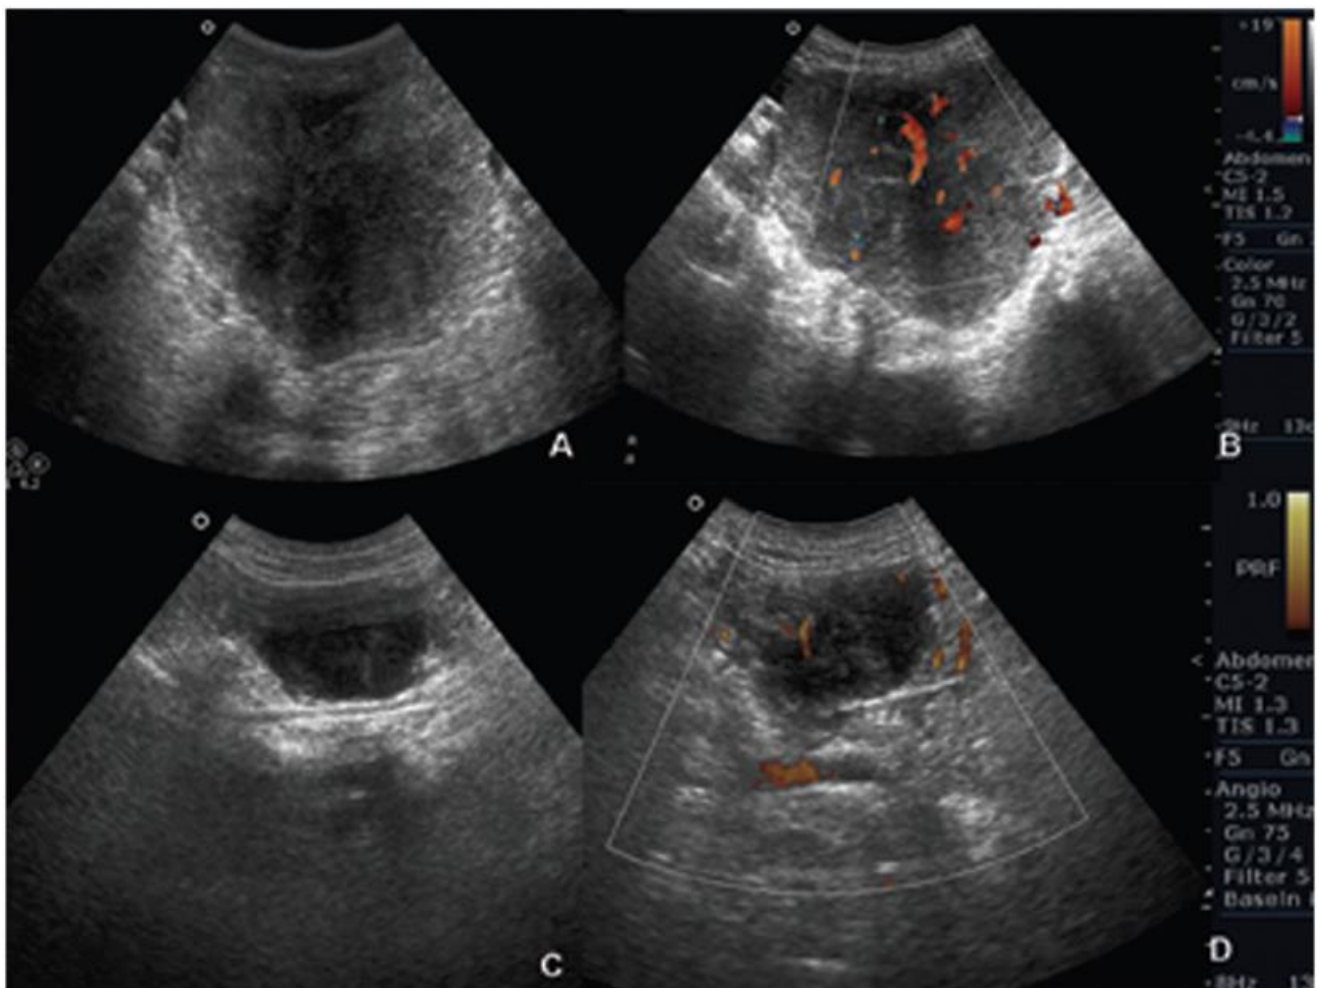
Images échographiques d'une lésion hypo-échogène pelvienne (A) et sur le péritoine pariétale (C). absence de vascularisation au doppler (B,D) [35].
